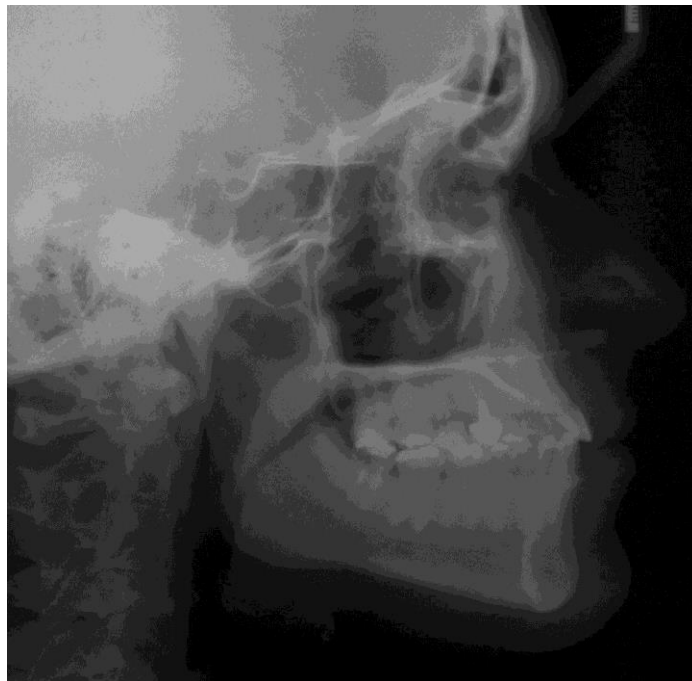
Telerradiografia Lateral Inicial
